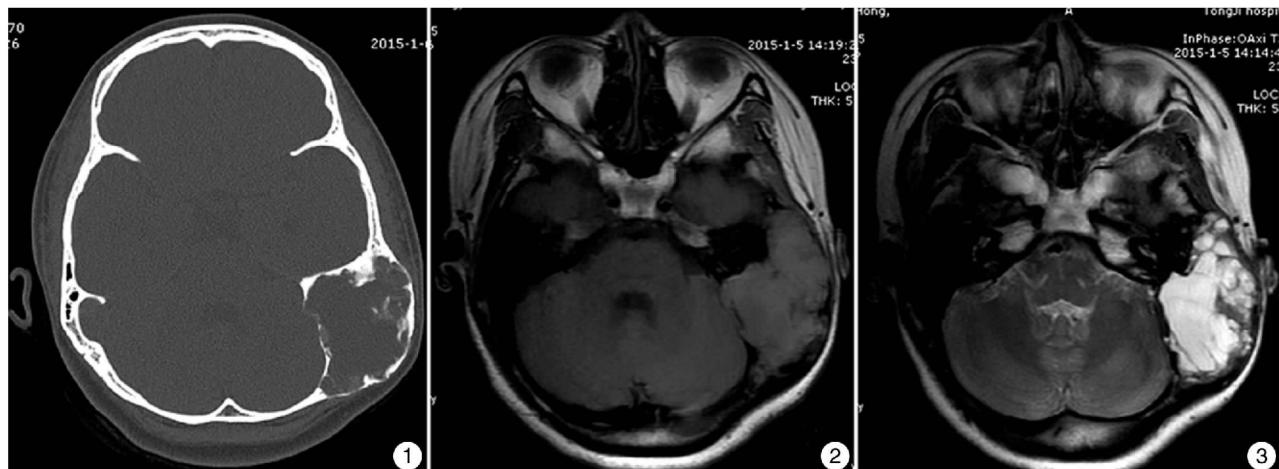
术前CT检查 可见左侧乳突区包块,局部骨质破坏,呈皂泡样改变; 图2 术前MRI检查 左乳突区T1WI等信号影; 图3 术前MRI检查 左乳突区T2WI长信号影。
